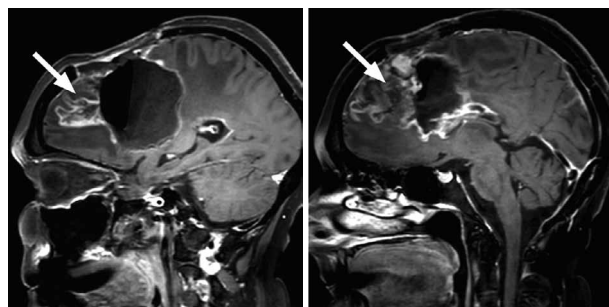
Клиническое наблюдение 2. Результаты МРТ головного мозга. T1-ВИ с контрастным усилением в сагиттальной проекции. Определяется неровная капсула образования, которая интенсивно накапливает контрастный препарат (сплошная стрелка). Кроме этого, отмечается выраженное неравномерное усиление сигнала от изменённой ткани головного мозга в области хирургического вмешательства и кпереди от выявленного кистозного образования (пунктирная стрелка) после контрастного усиления.
